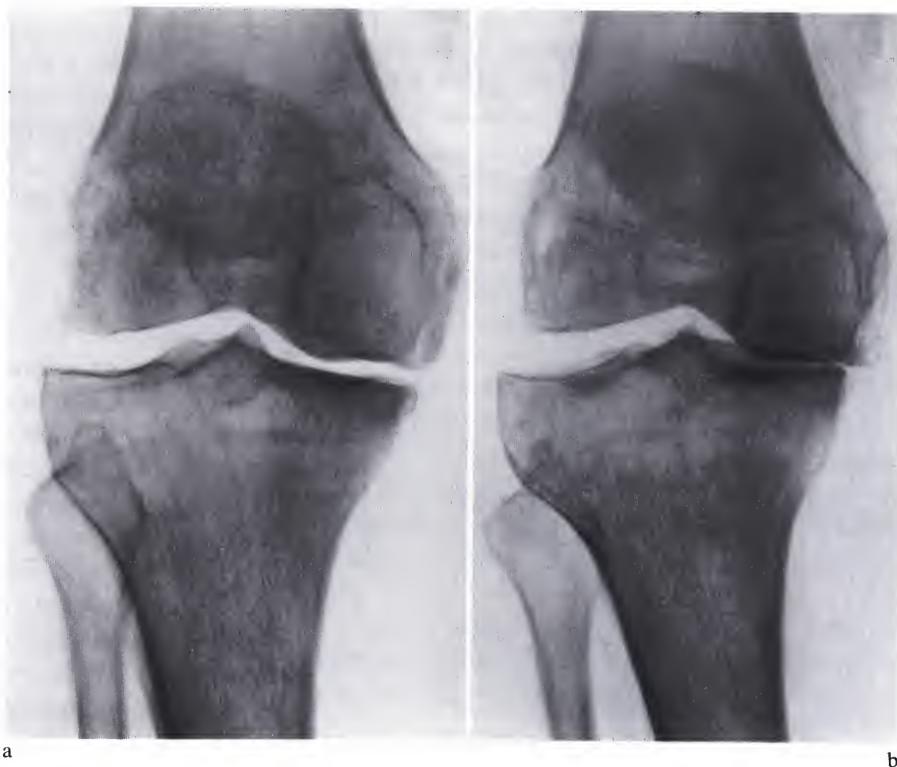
Radiographie du genou. (a) Patient couchée. (b) Patient debout
